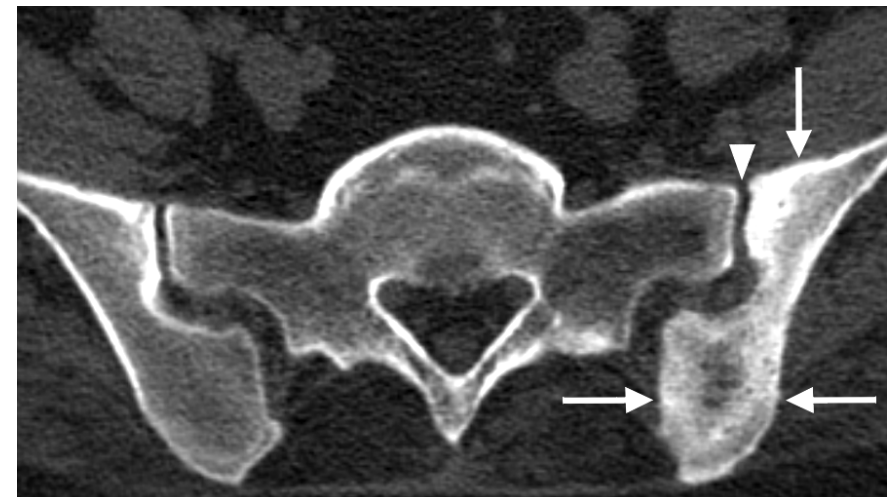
Atteinte pagétique de l'ilion gauche chez un homme de 60 ans. Coupe TDM montrant une ostéocondensation et un épaissement cortical de la portion médiale de l'ilion gauche (flèches) avec respect de l'interligne articulaire (tête de flèche)
